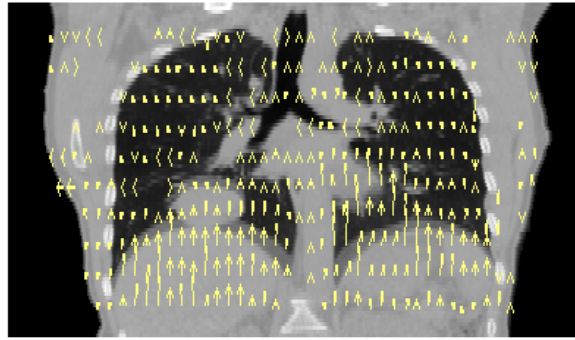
形變影像對位技術。光流法進行影像對位產生之 Deformation Matrix 與 4D-CT 影像結合，可清楚看到呼吸運動造成肺組織與鄰近器官的位置變化。
